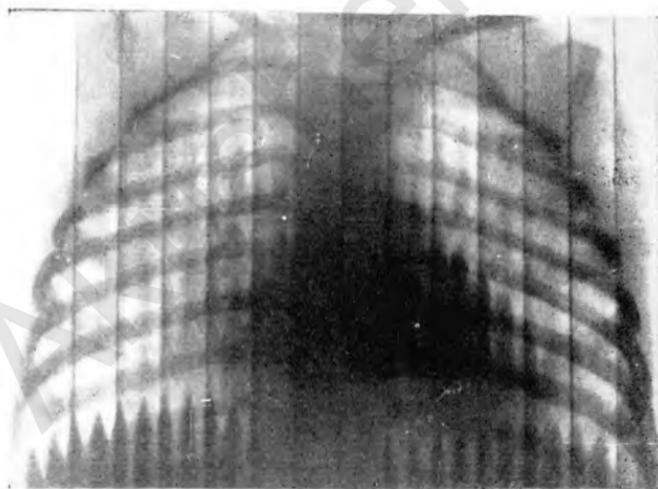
Рентгенокимограмма того же ребенка спустя 28 дней. Диафрагмальные зубцы нормальные.
